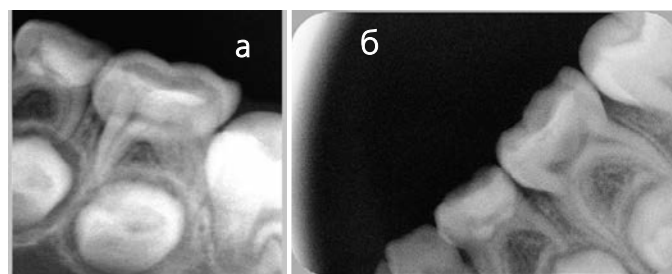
Рентгенограмма 7.4. Ребенок 5,5 лет. Клинический диагноз: 7.4 хронический фиброзный пульпит K04.03. А — через 6 мес. после лечения, Б — через 17 мес.; В — через 28 мес.: незначительное разрежение костной ткани, резорбция корней на 1/2
